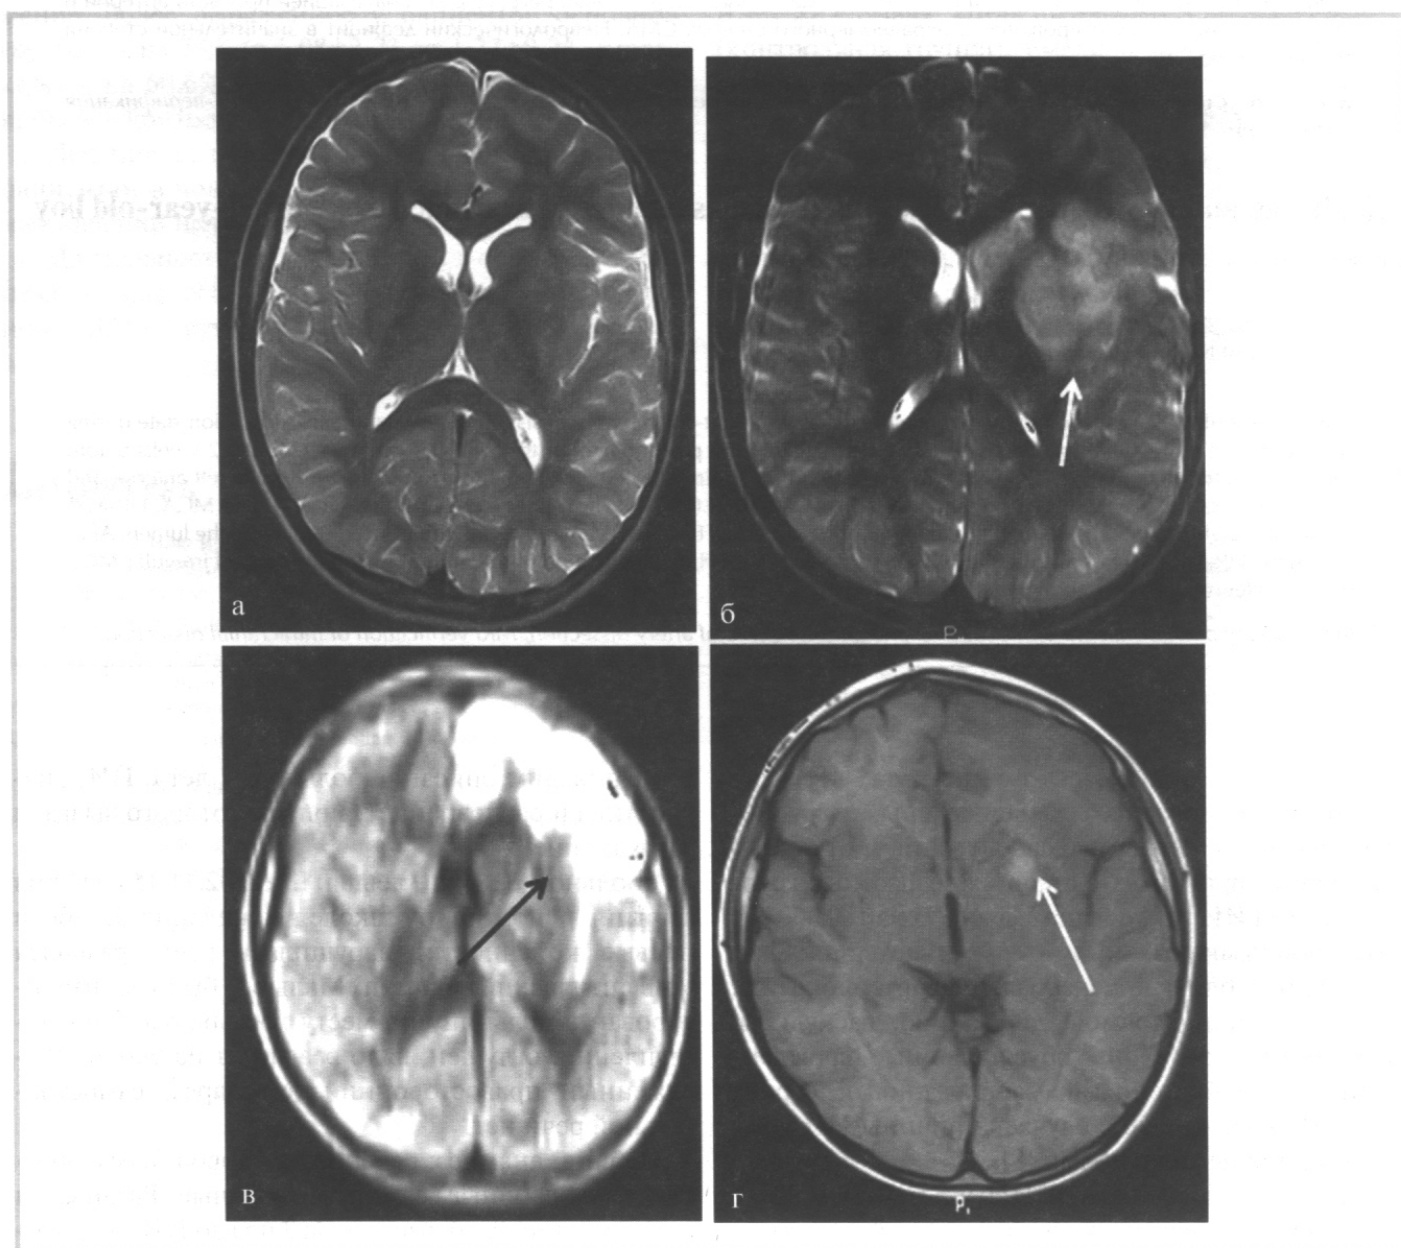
МРТ головного мозга в стандартных режимах.
